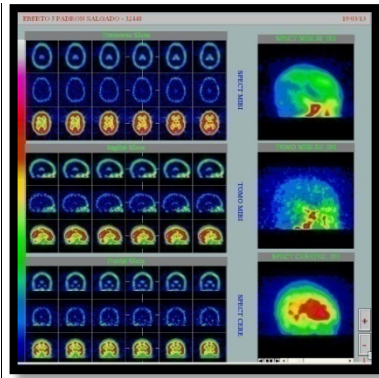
SPECT MIBI paciente 6a de evolución lesión de glándula pineal
